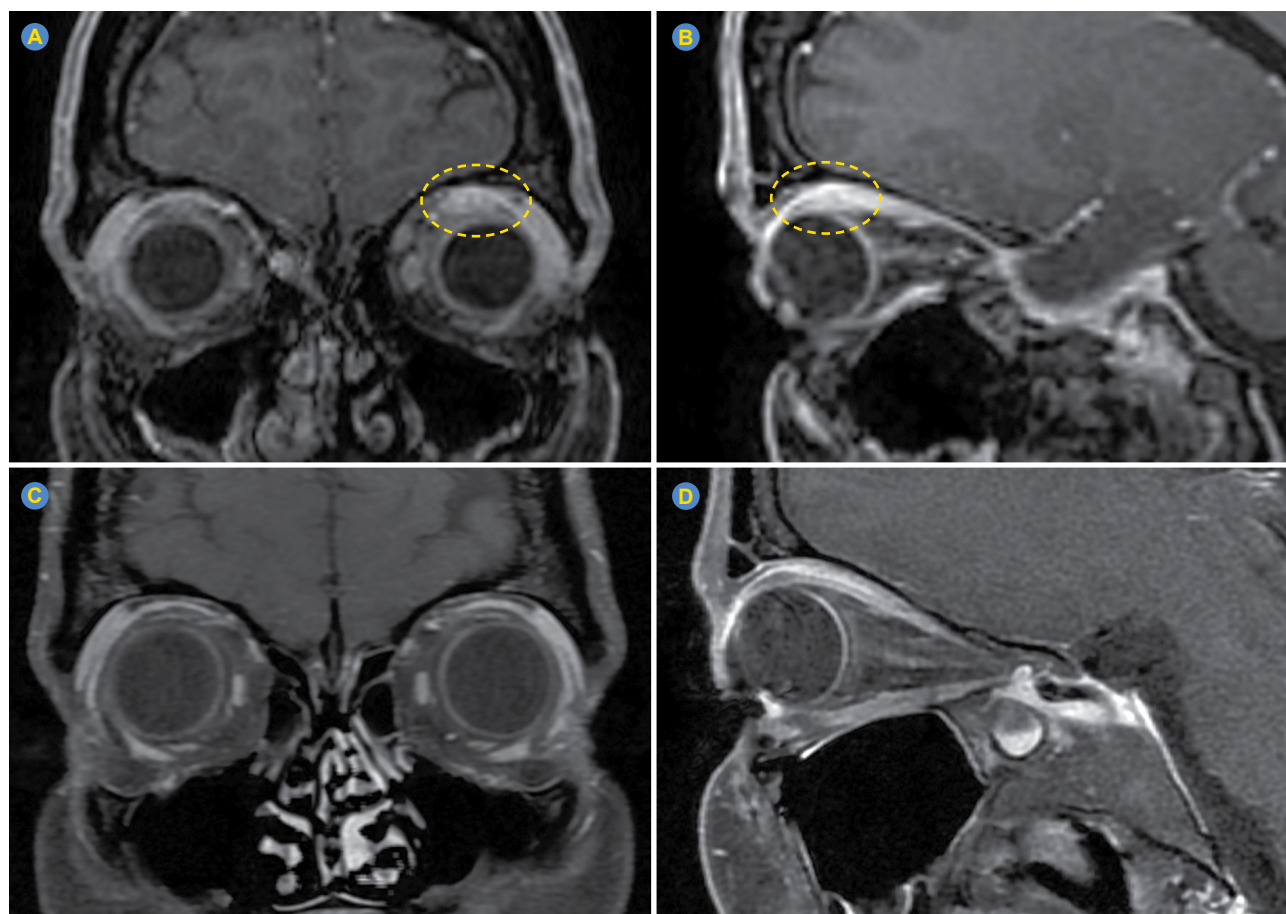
MRI scans. Coronal (A and C) and sagittal (B and D) T1-weighted images with fat saturation after contrast administration. Images from the first MRI scan (A and B) show thickening and contrast enhancement of the tendinous insertion of the superior rectus muscle (circles), in keeping with myositis. Follow-up MRI scan at five months (C and D) showed marked improvement of said findings.
